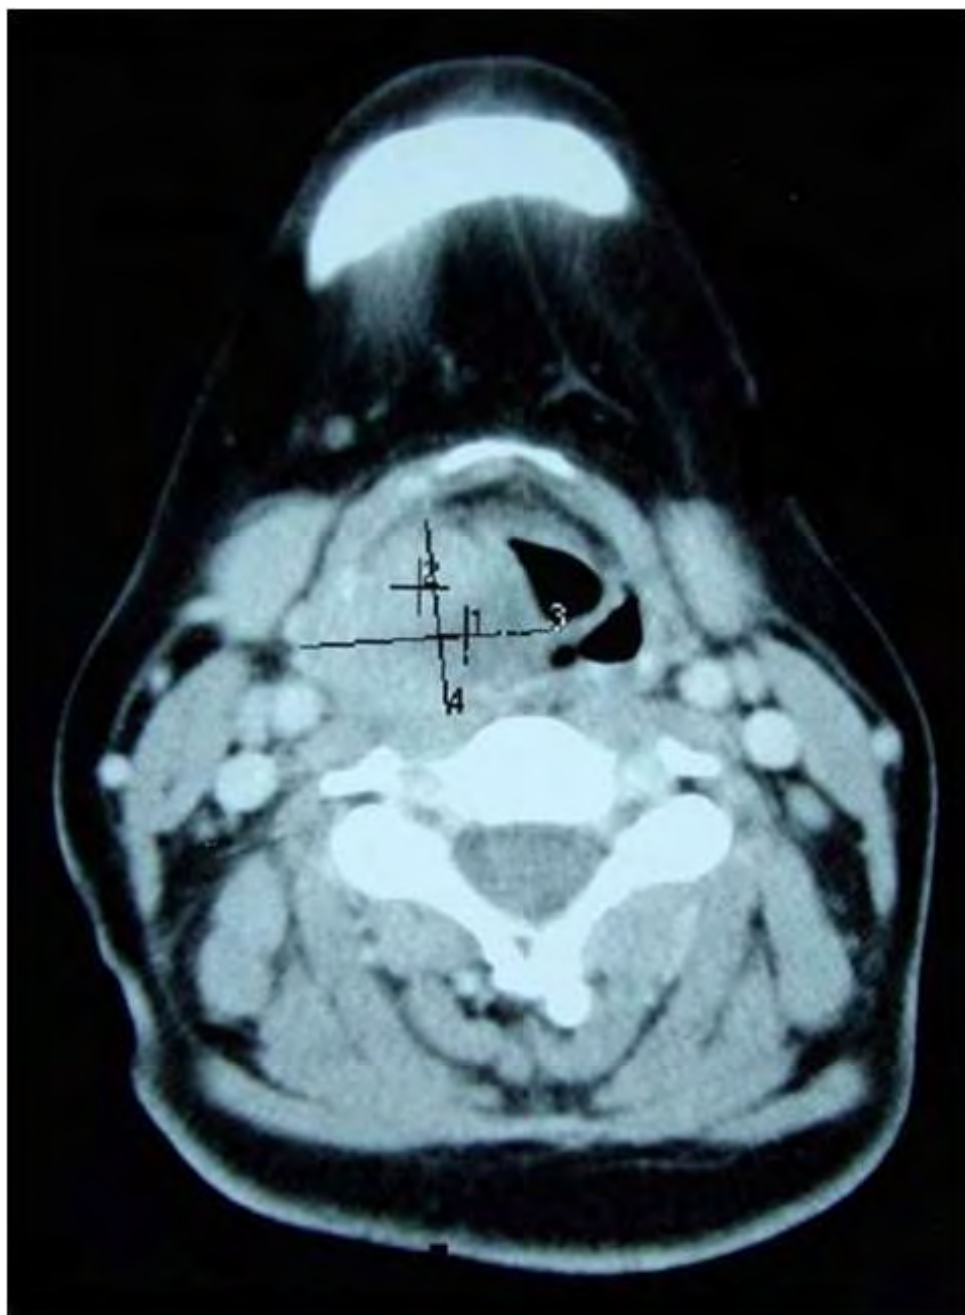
TAC muestra un tumor originado en la hemilaringe derecha extendiéndose por el repliegue aritenopiglótico.
